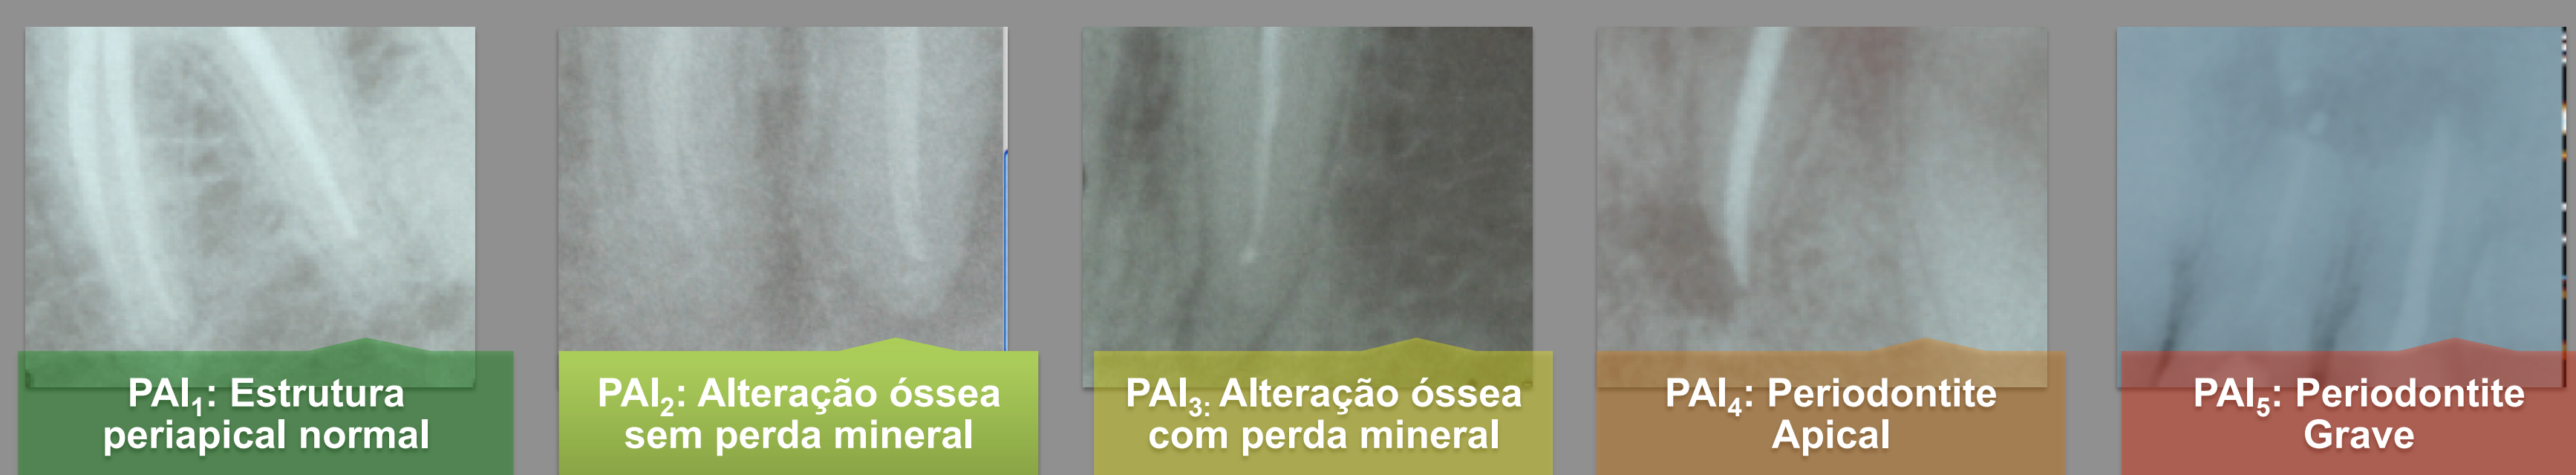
Descrição do índice periapical de Ørstavik com imagens radiológicas obtidas na recolha de dados.
